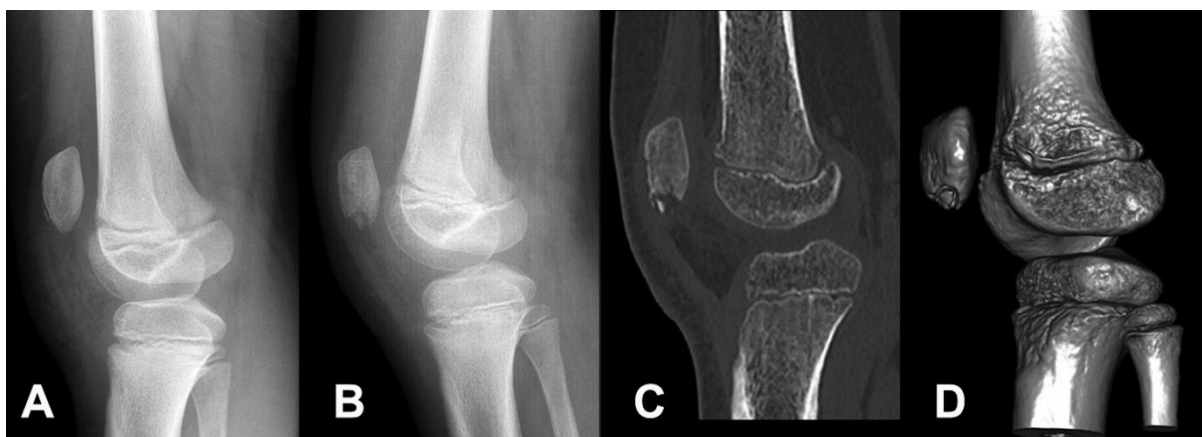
Radiografía simple realizada en urgencias sin hallazgos significativos (a). Radiografía simple (b) y TC (c y d) a las 3 semanas del ingreso mostrando imágenes compatibles con osteomielitis con desarrollo de sequestro en el polo inferior de la rótula.
